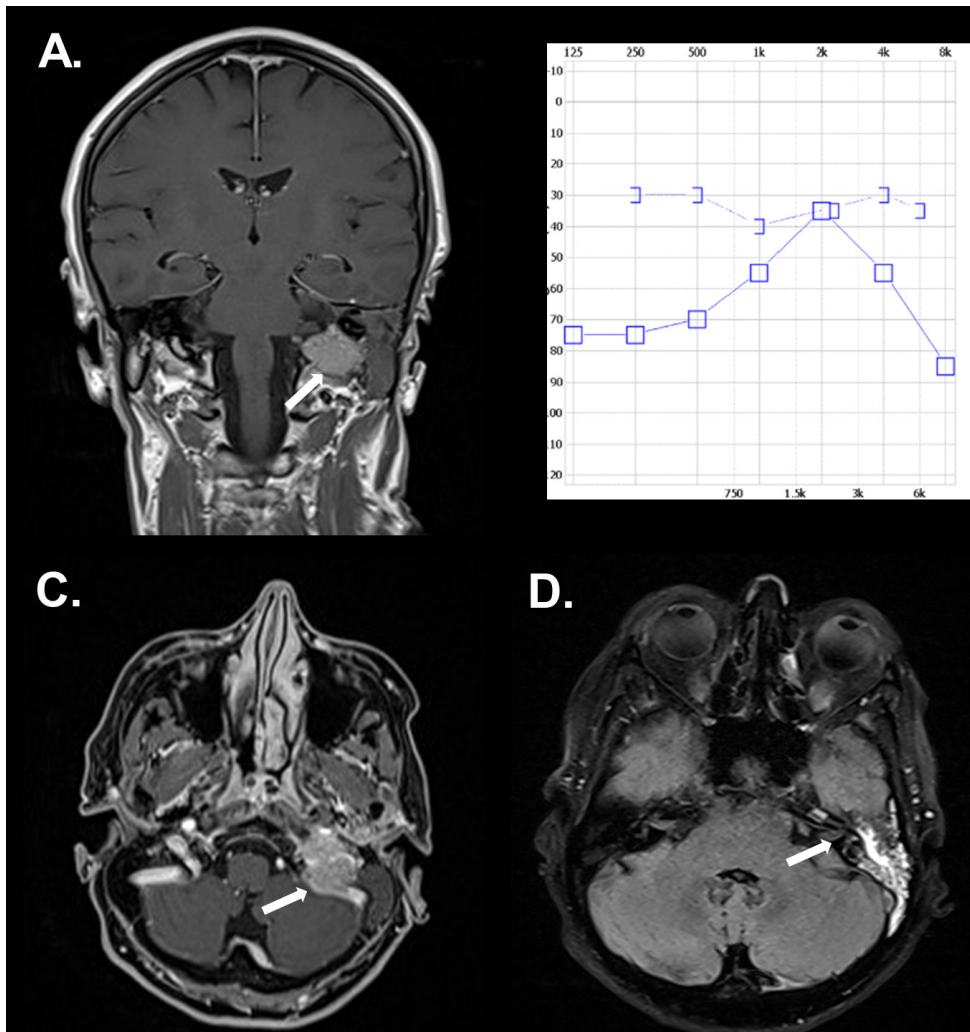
Chory L. J. lat 70. A. Rezonans magnetyczny twarzoczaszki, projekcja poprzeczna — wzmocnienie sygnału w okolicy opuszki lewej żyły szyjnej wewnętrznej — obraz przemawia za zakrzepicą; B. Audiogram tonalny-niedosłuch mieszany ucha lewego (] — przewodnictwo kostne, – przewodnictwo powietrzne); C. Rezonans magnetyczny głowy-ropień lewego płata skroniowego 13 × 17 mm, z restrykcją dyfuzji i obrączkowatym wzmocnieniem; D. Tomografia komputerowa HR kości skroniowych — po stronie lewej stan po wykonaniu tamponady jamy bębnekowej i wyrostka sutkowatego oznaczone strzałkami
